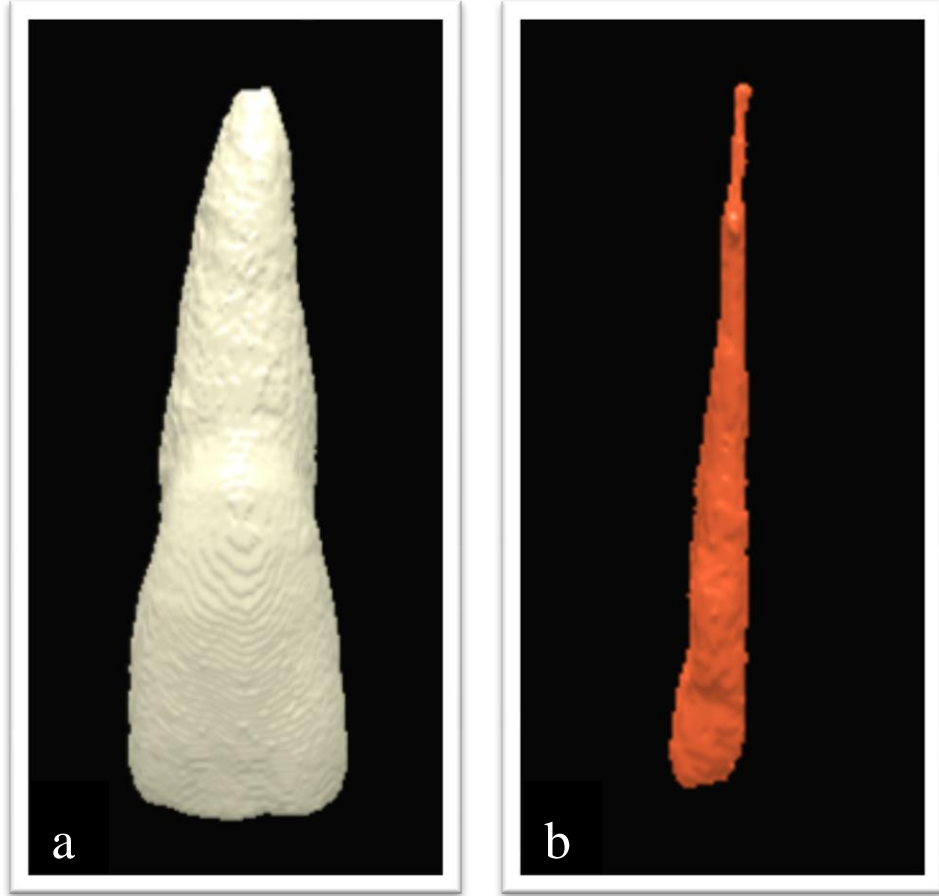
Su dolu akrilik kalıbın iine yerleřtirilen silikon bloklardaki diřlerin Konik Iřınlı Bilgisayarlı Tomografi (Planmeca ProMax 3D Mid, Helsinki, Finland90) grntlerinin alınması.
